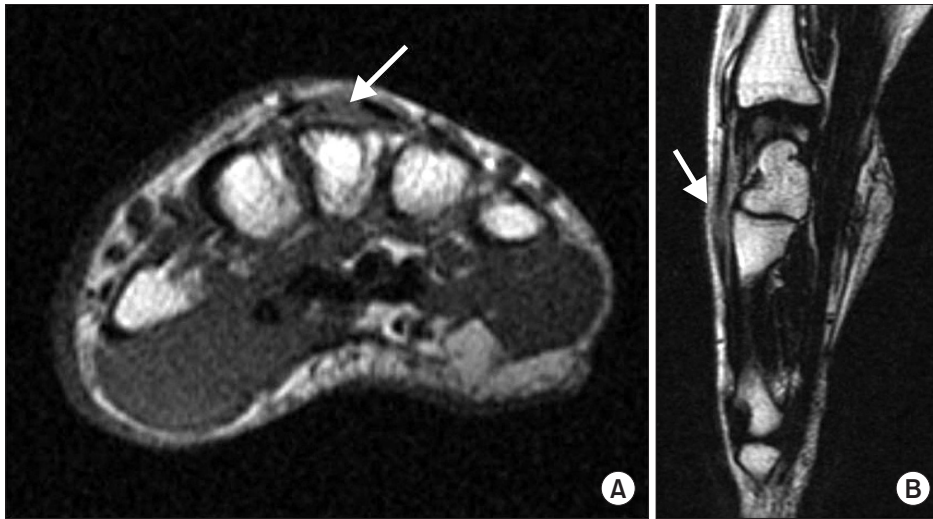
Inflammatory change was observed in magnetic resonance imaging scanning (arrows). (A) T1 axial view. (B) T1 sagittal view.
